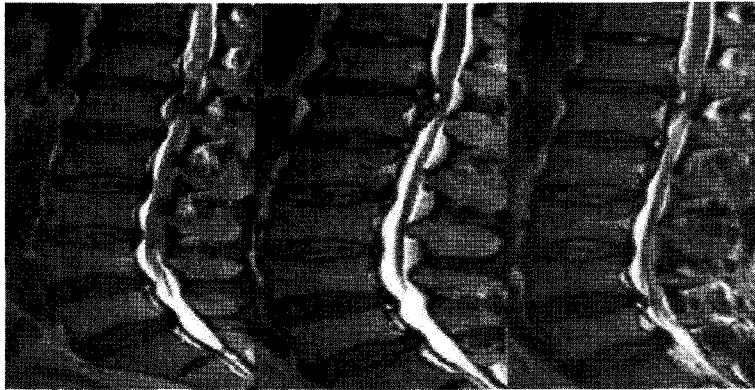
L-spine MRI (2009-10-05).
